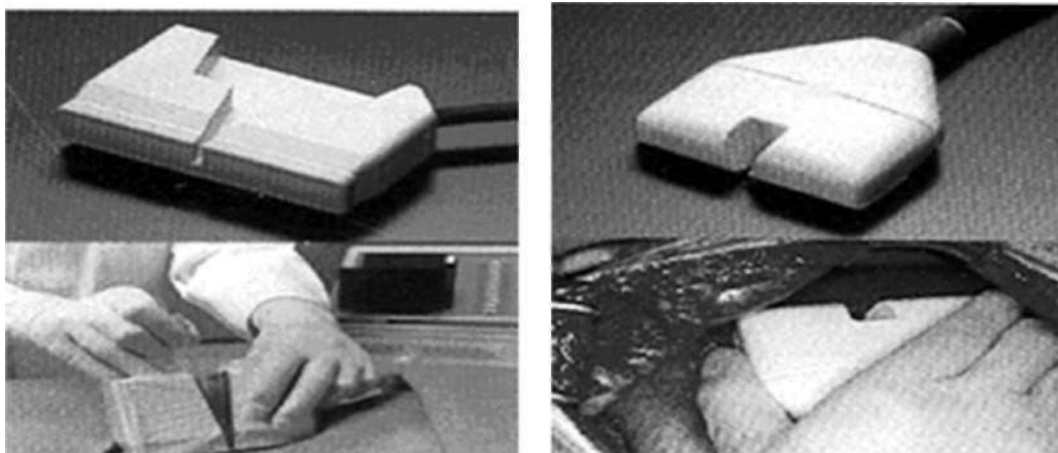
Некоторые модификации датчиков для проведения ПАБ под контролем УЗИ
